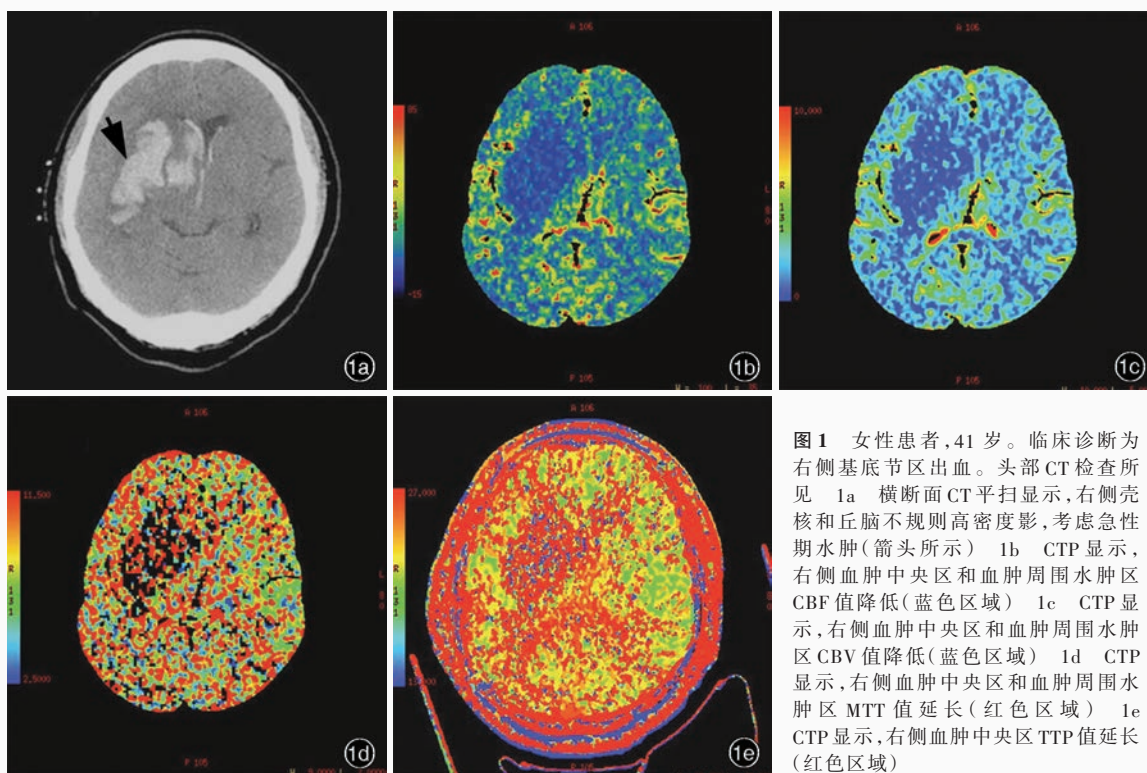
女性患者,41 岁。临床诊断为右侧基底节区出血。头部 CT 检查所见 1a 横断面 CT 平扫显示,右侧壳核和丘脑不规则高密度影,考虑急性期水肿(箭头所示) 1b CTP 显示,右侧血肿中央区和血肿周围水肿区 CBF 值降低(蓝色区域) 1c CTP 显示,右侧血肿中央区和血肿周围水肿区 CBV 值降低(蓝色区域) 1d CTP 显示,右侧血肿中央区和血肿周围水肿区 MTT 值延长(红色区域) 1e CTP 显示,右侧血肿中央区 TTP 值延长(红色区域)
